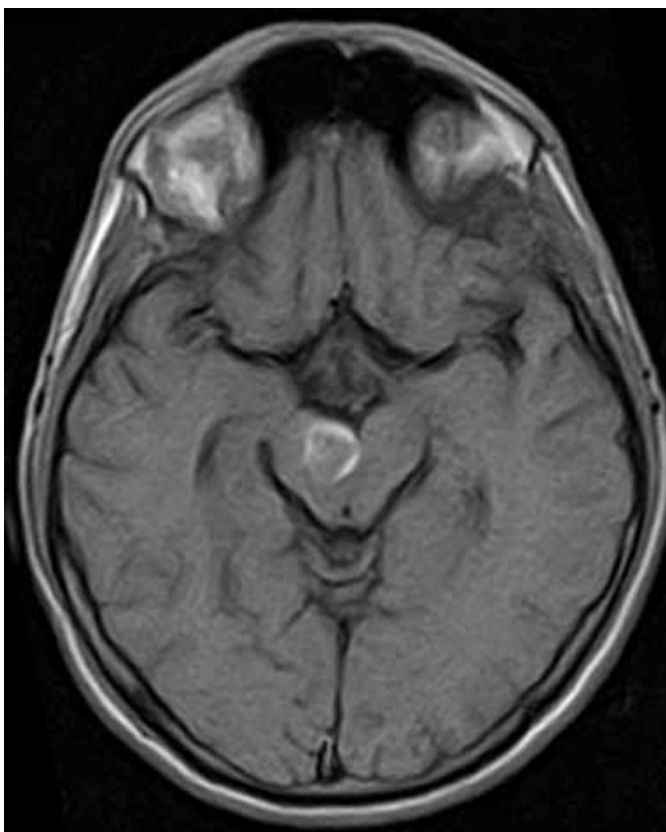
МРТ головного мозку (Т1 ЗЗ, аксіальний зріз). Гострий крововилив з каверноми правої ніжки мозку (спостереження №21, хворий Г-к, історія хвороби №1260).
